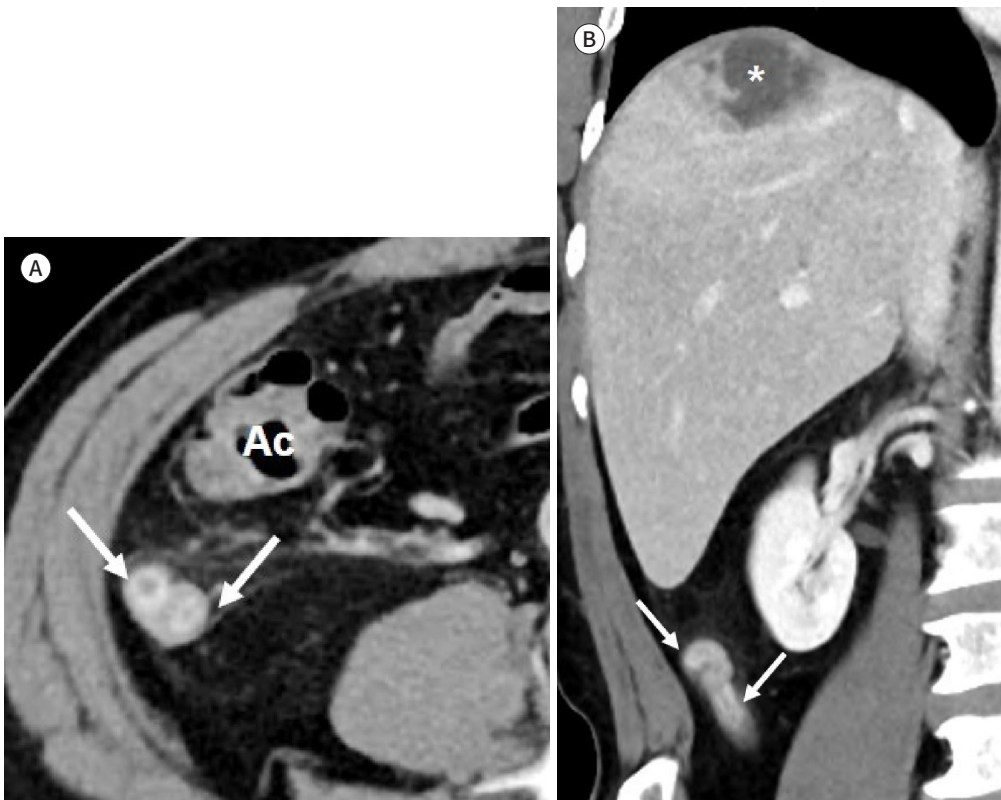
Retrocecal appendicitis combined with liver abscess in a 60-year-old male. A, B. Contrast enhanced CT axial (A) and coronal (B) reformatted images show retrocecal dilated appendix with fat stranding (long arrows, A, B), extending into right paracolic gutter posterior to the Ac (A). There is loculated fluid collection with enhancing wall in the hepatic dome (asterisk, B), indicating abscess. Ac = ascending colon
